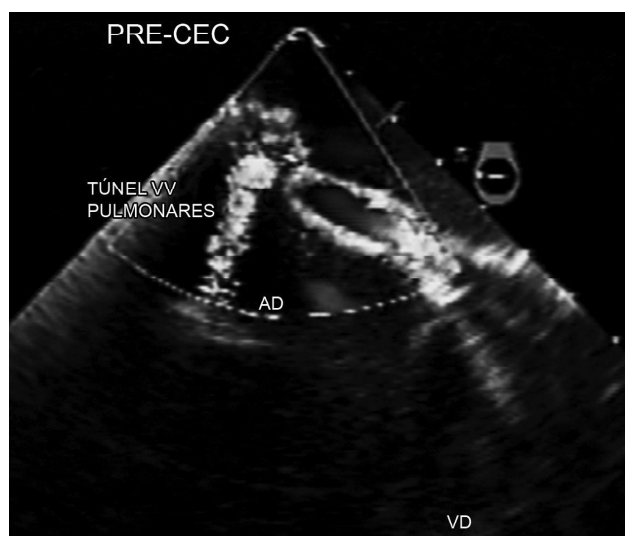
Ecocardiograma transesofágico com Doppler, em corte no nível do átrio direito e o túnel das veias pulmonares, evidenciando estenose do túnel das veias pulmonares. AD: átrio direito, VD: ventrículo direito, PRE-CEC: prévio à circulação extracorpórea. Túnel VV Pulmonares: túnel veias pulmonares
